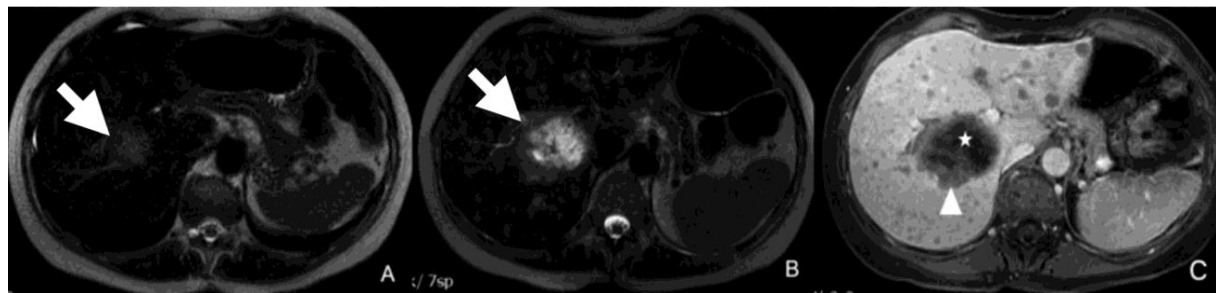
Imagerie par résonance magnétique à écho de spin rapide pondéré en T2 (IRM T2-w FSE) chez une femme de 57 ans présentant une tumeur stromale gastro-intestinale jéjunale et des métastases hépatiques.
